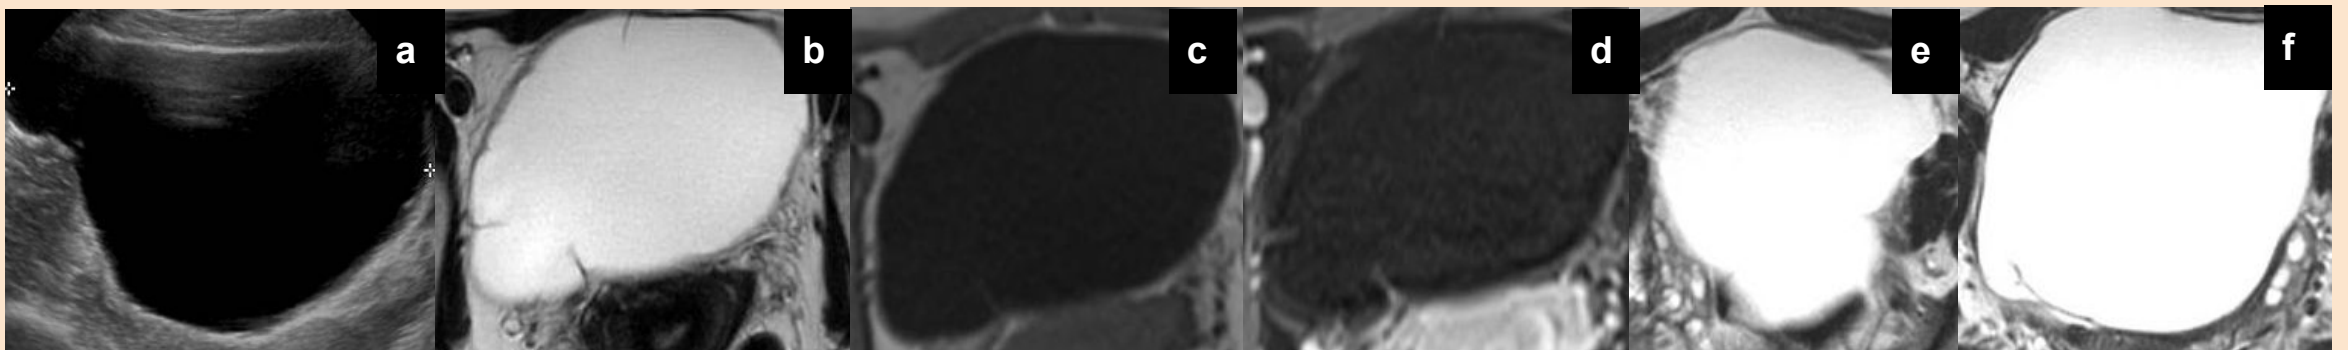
O-RADS 3 en paciente premenopáusica. a) En ecografía abdominal de control se observa una imagen quística simple de 12 cm en región anexial derecha extendiéndose hacia la línea media. b y c) T2 y T1 axiales voluminoso quiste multilocular de 11 cm en la línea media con contenido de aspecto seroso y finos tabiques internos. d) T1 Fat-Sat axial con contraste: leve realce de los septos internos y de la pared lisa. e y f) T2 axial: los ovarios se observaban adyacentes al quiste, sin alteraciones. Se decidió manejo expectante de la lesión.
